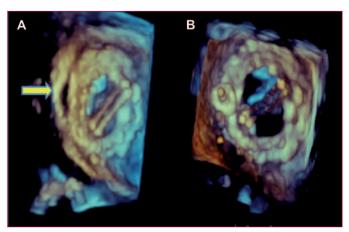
Reconstrucción 3D de ecografía transesofágica que muestra un *leak* paravalvular mitral septal antes (A) y después (B) del implante percutáneo del dispositivo AVP III.
